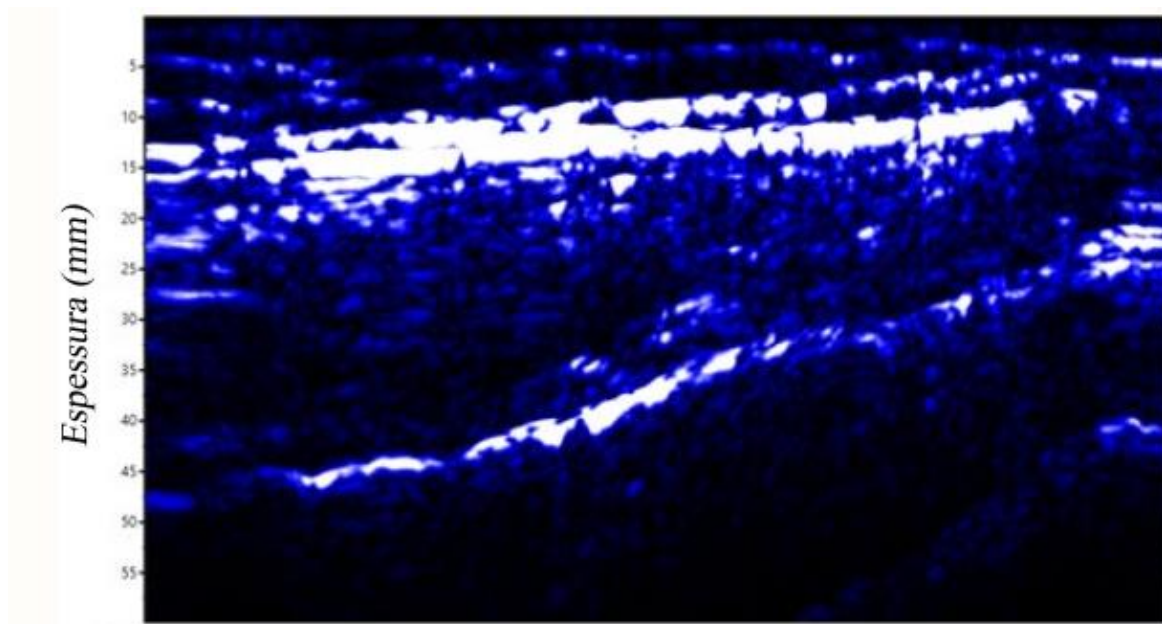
Imagem de ultrassonografia modo-A. Fonte: imagem do Autor.
